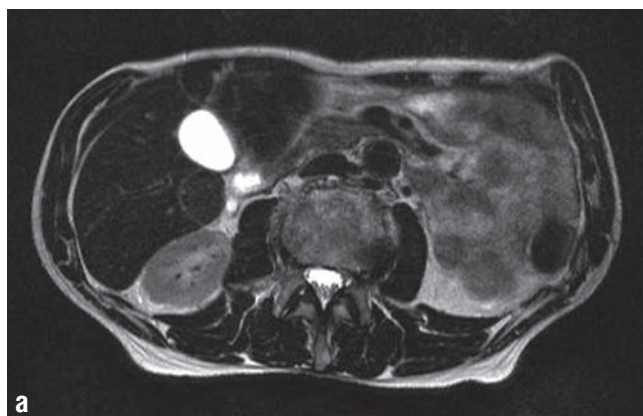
МРТ больного Т., выполненная через 10 лет после комбинированного лечения рака желудка (предоперационная лучевая терапия 25 Гр, гастрэктомия, ИОЛТ 20 Гр) на уровне пред- и интраоперационного лучевого воздействия во фронтальной (а) и сагиттальной (б) плоскостях.
